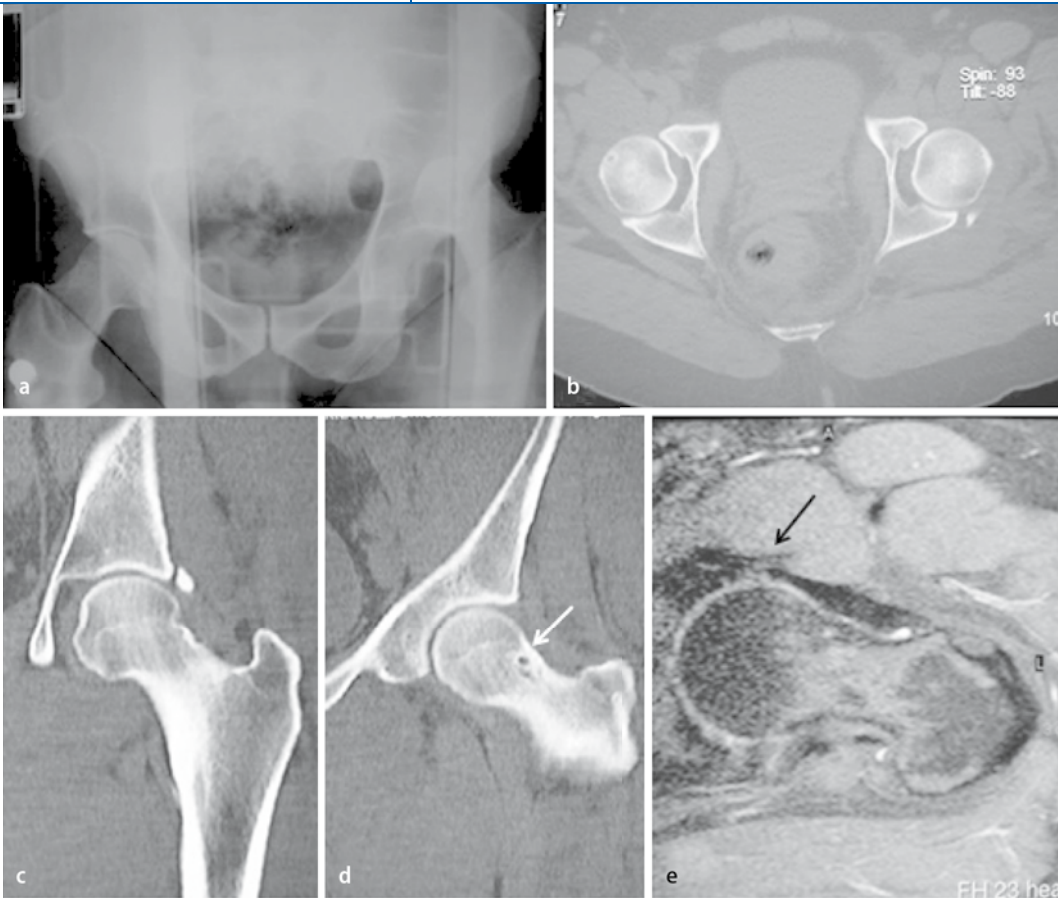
◀ Röntgenbeckenübersicht nach dorsaler Hüftluxation (a). Die CT bestätigt eine Fraktur am dorsalen Pfannenrand, einen femoralen „bump“ sowie Zysten am vorderen Schenkelhals (weißer Pfeil) infolge eines vorbestehenden FAI (b–d). Die MRT 6 Monate nach dem Unfall zeigt den Verdacht einer Verletzung des anterioren Labrums (schwarzer Pfeil, e)
